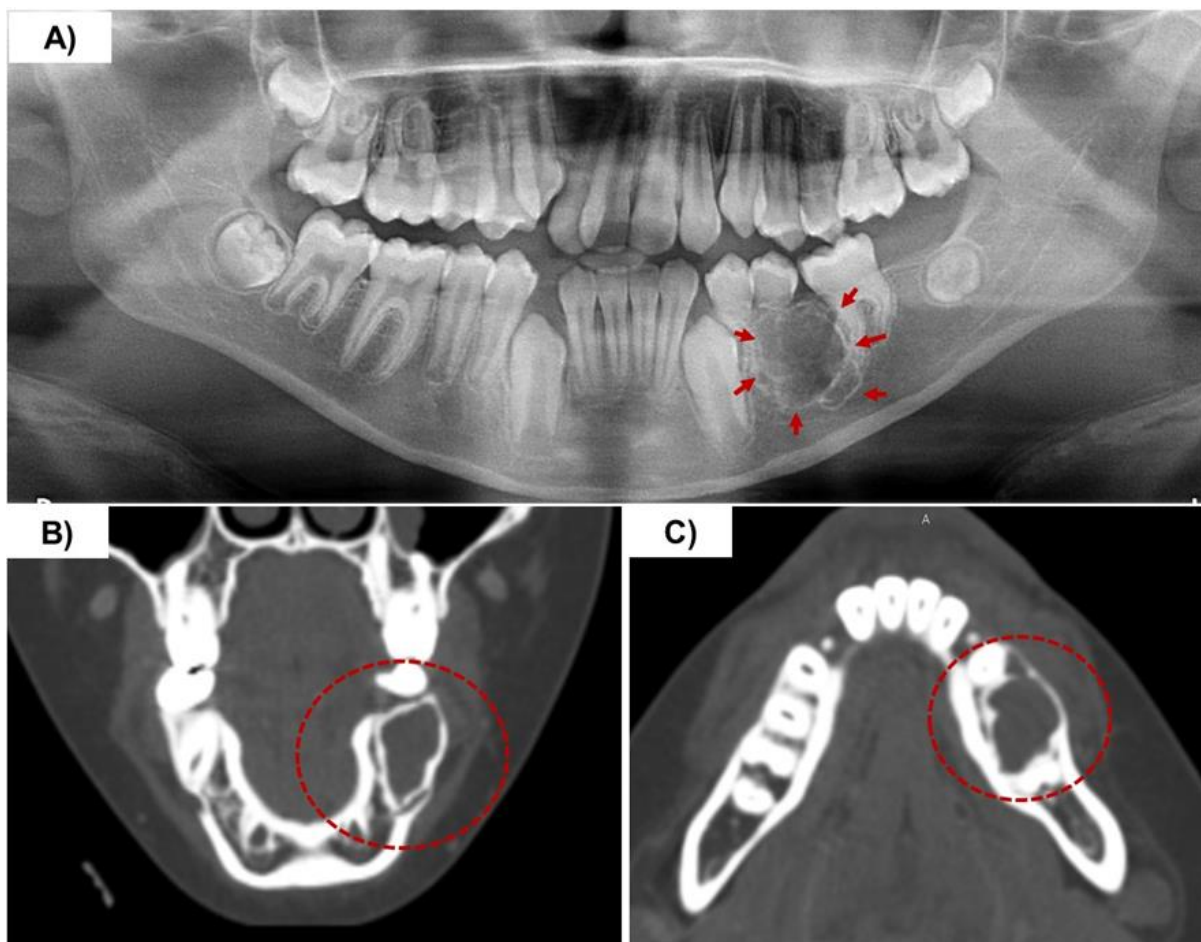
(A) Radiografia panorâmica mostrando lesão radiolúcida unilocular de margens bem delimitadas por halo radiopaco em região de pré-molares mandibulares esquerdos (setas vermelhas); note a reabsorção completa das raízes dos dentes 34 e 35. (B) Corte coronal e (C) axial de tomografia computadorizada helicoidal (feixe em leque) com janela para tecidos duros mostrando lesão hipodensa promovendo expansão e adelgaçamento de corticais ósseas vestibular e lingual mandibulares (áreas pontilhadas vermelhas).
